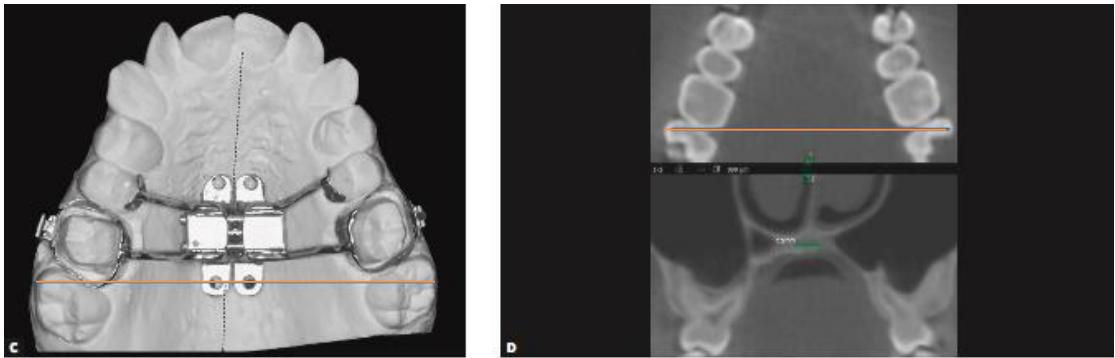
continuación. C) Modelo dental ilustrando con la línea naranja, la referencia para colocar el mini implante a lo largo de la extensión entre los premolares y molares. D) imágenes CBCT en corte axial ilustrando con la línea naranja la referencia para colocar los mini implantes.¹⁰
